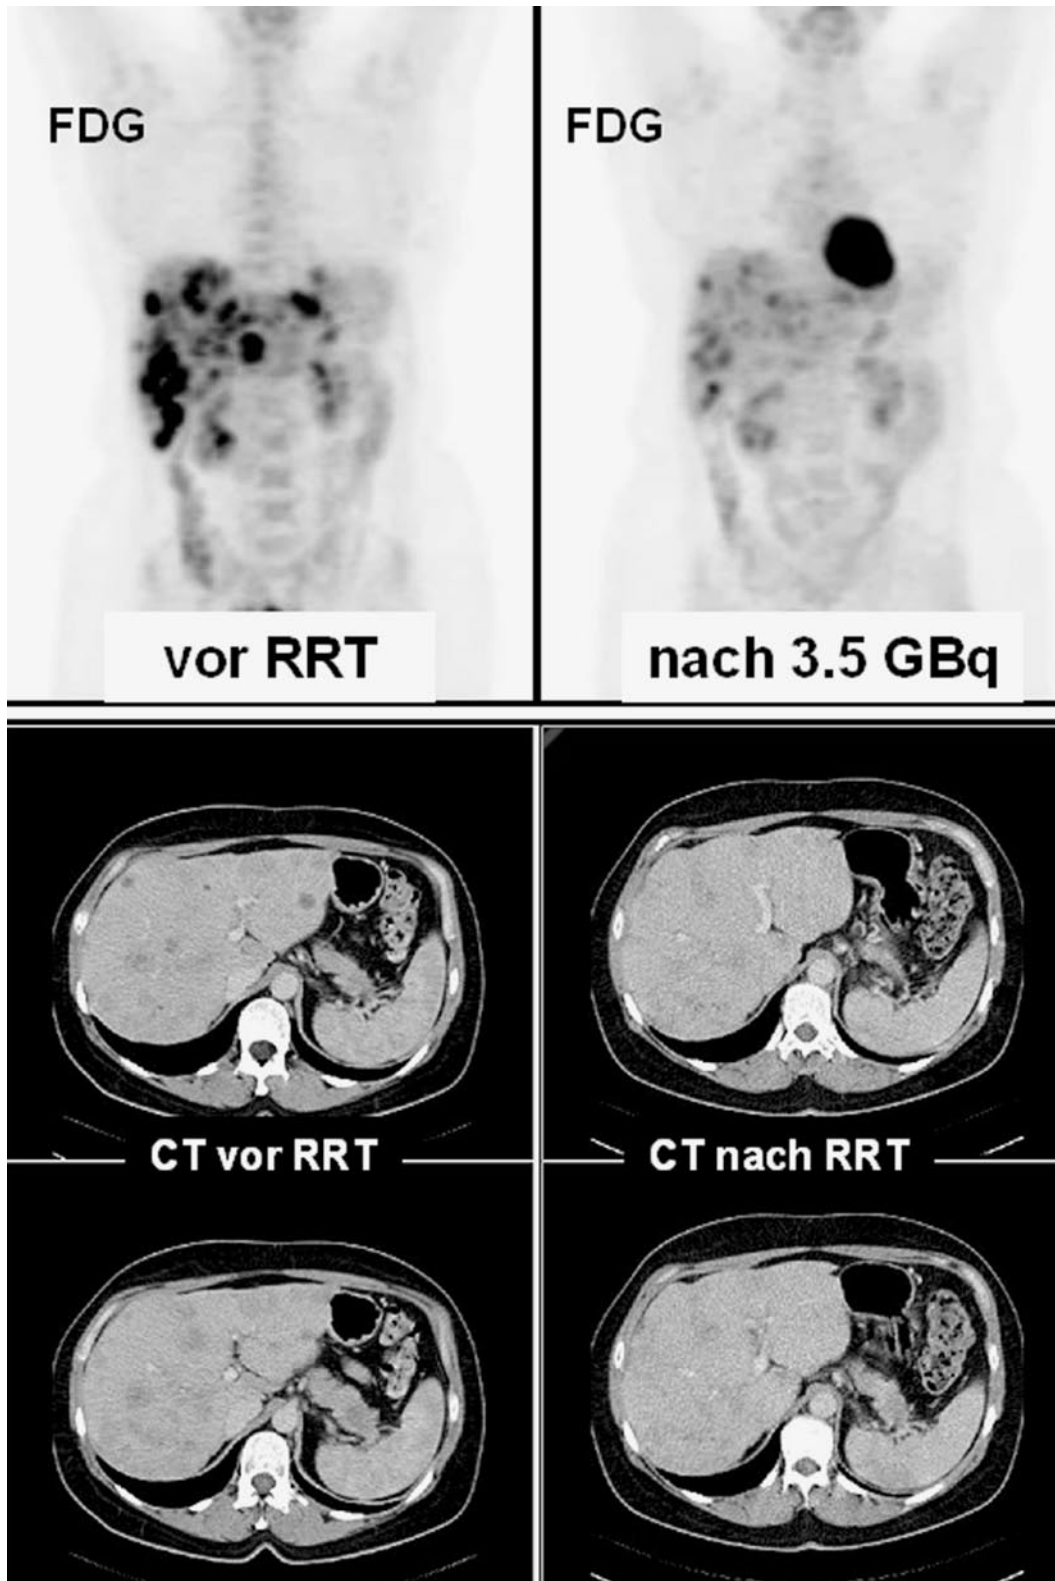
◀ Therapiekontrolle mittels CT und FDG-PET 3 Monate nach Radiorezeptortherapie mit Yttrium-90 DOTA-TATE (3,5 GBq) bei einer Patientin mit ausgedehnter Lebermetastasierung eines neuroendokrinen Karzinoms. Im FDG-PET deutliche Abnahme des Glukosehypermetabolismus der Metastasen (*metabolic response*), im CT Größenabnahme und komplette Regression kleiner Filiae (*morphologic response*)
